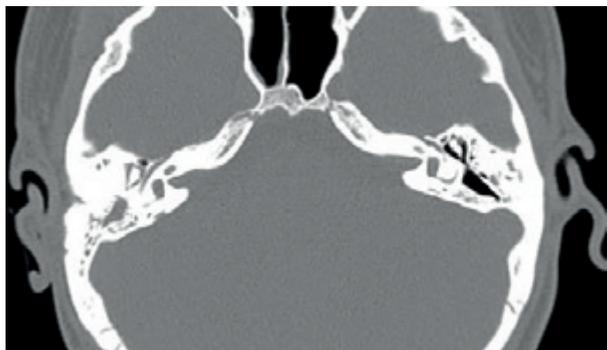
TAC a nivel de caja timpánica donde se observa ocupación del OD.
